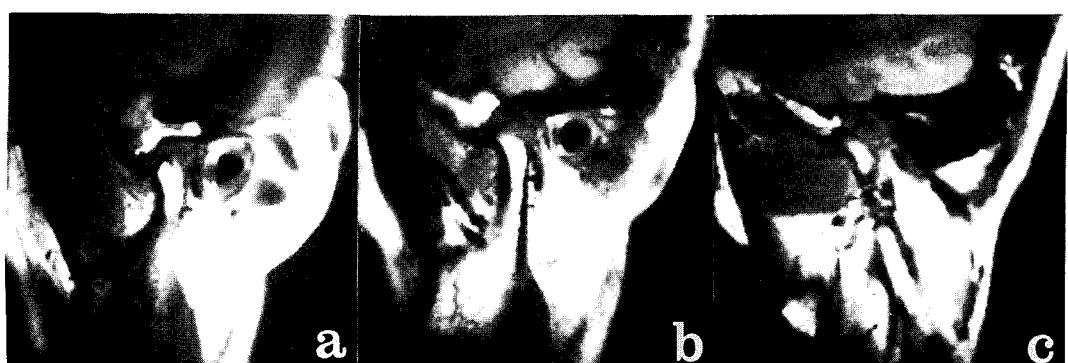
Serial Magnetic Resonance Images of left T.M.J. in patent having clicking on C.O.
